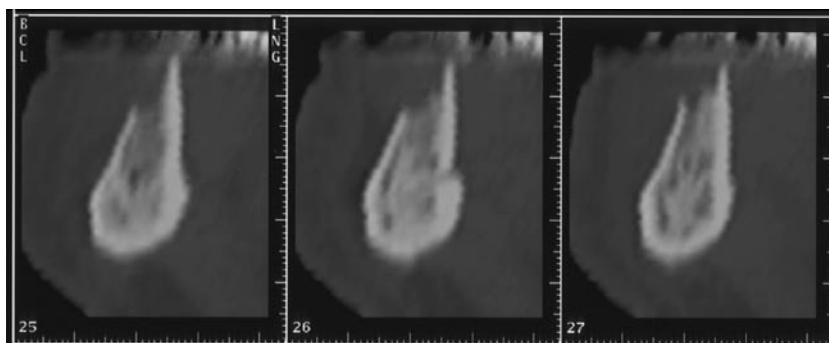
MPR-CT 像 (スライス厚 1 mm・再構成間隔 0.5mm, 下顎の歯列に対して垂直・部位的にほぼ矢状断); 歯槽突起部に骨吸収が認められる。唇側がより顕著であり, 辺縁は不整である。海綿骨には顕著な硬化像がみられ, 歯槽突起を越えた骨髓浸潤は否定的である
